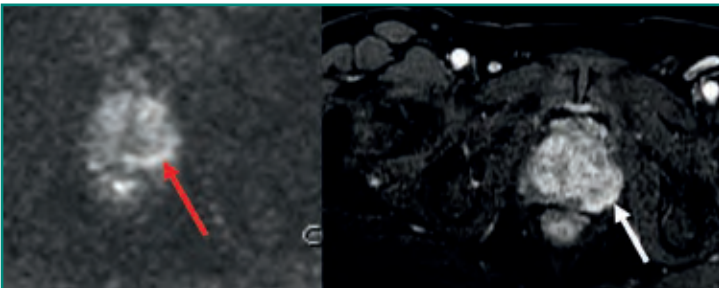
RM de próstata con secuencias de difusión y poscontraste. Se identifica un área en el margen posterolateral izquierdo de la próstata que presenta restricción a la difusión (*flecha roja*) y captación de contraste (*flecha blanca*) sugestivo de carcinoma prostático.
